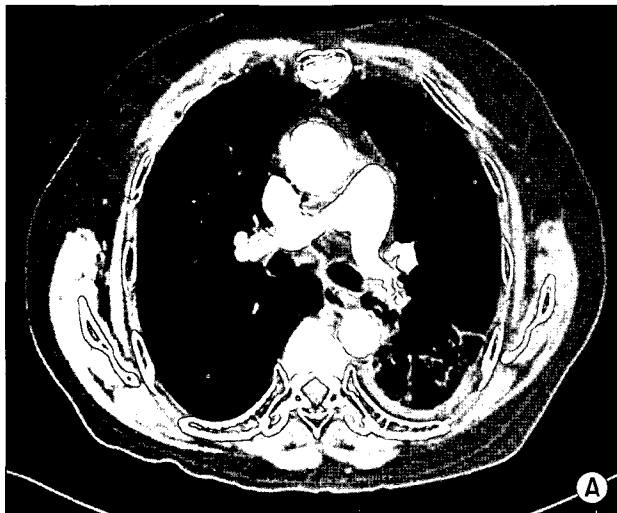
Preoperative Chest CT showing pulmonary embolism in left pulmonary artery (A), and left lower lobe infiltration and mild pleural effusion with pleural thickening (B).
